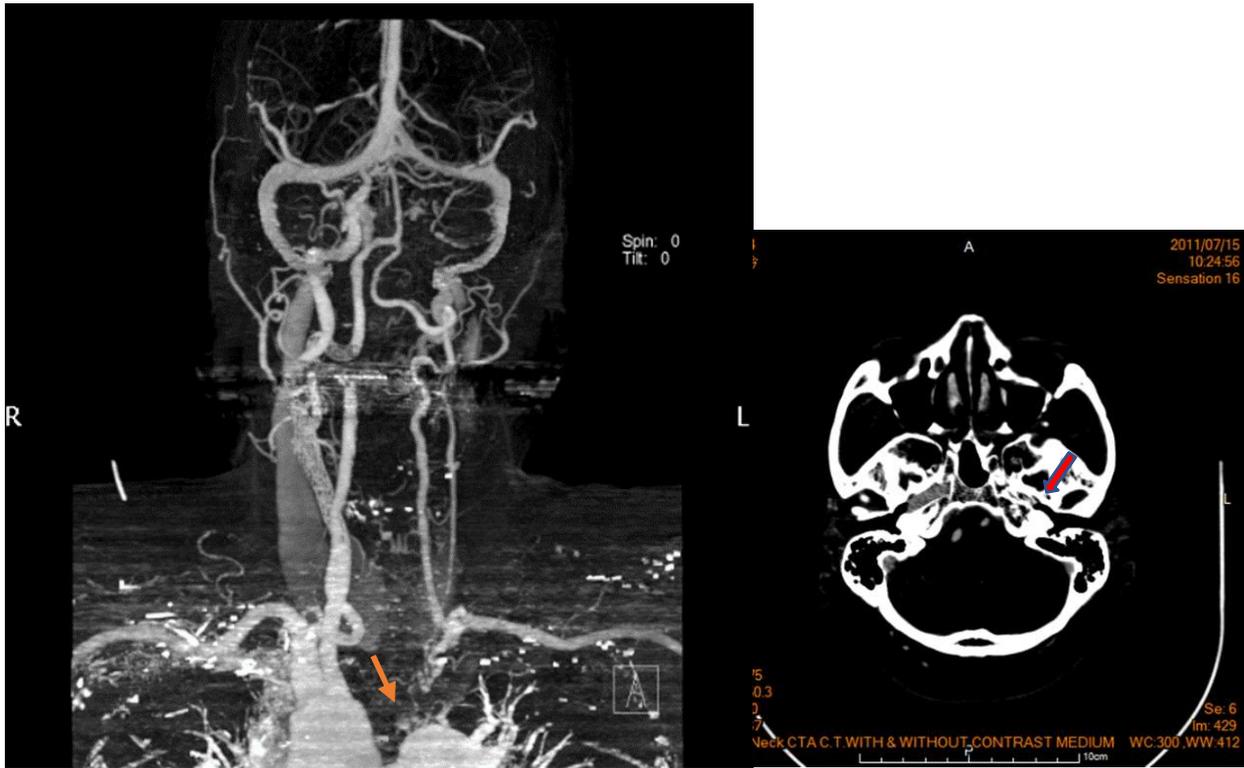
CTA : Atresia of left innominate artery (arrow), congenital subclavian steal syndrome with partial filling to left CCA, some branches from cervical trunk to left CCA, hypoplasia of left carotid canal
